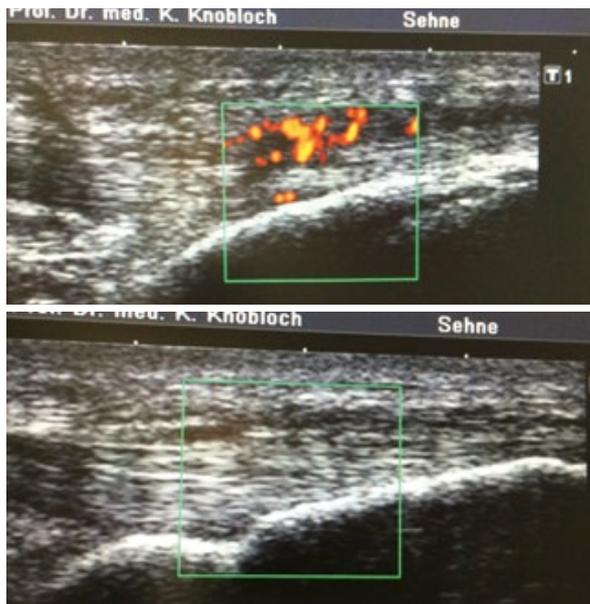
Distale Patellatendinopathie bei einem 19-jährigen Mittelfeld-Bundesligafußballspieler vor und unmittelbar nach Power-Doppler-gesteuerter Polidocanol-Sklerosierung.
